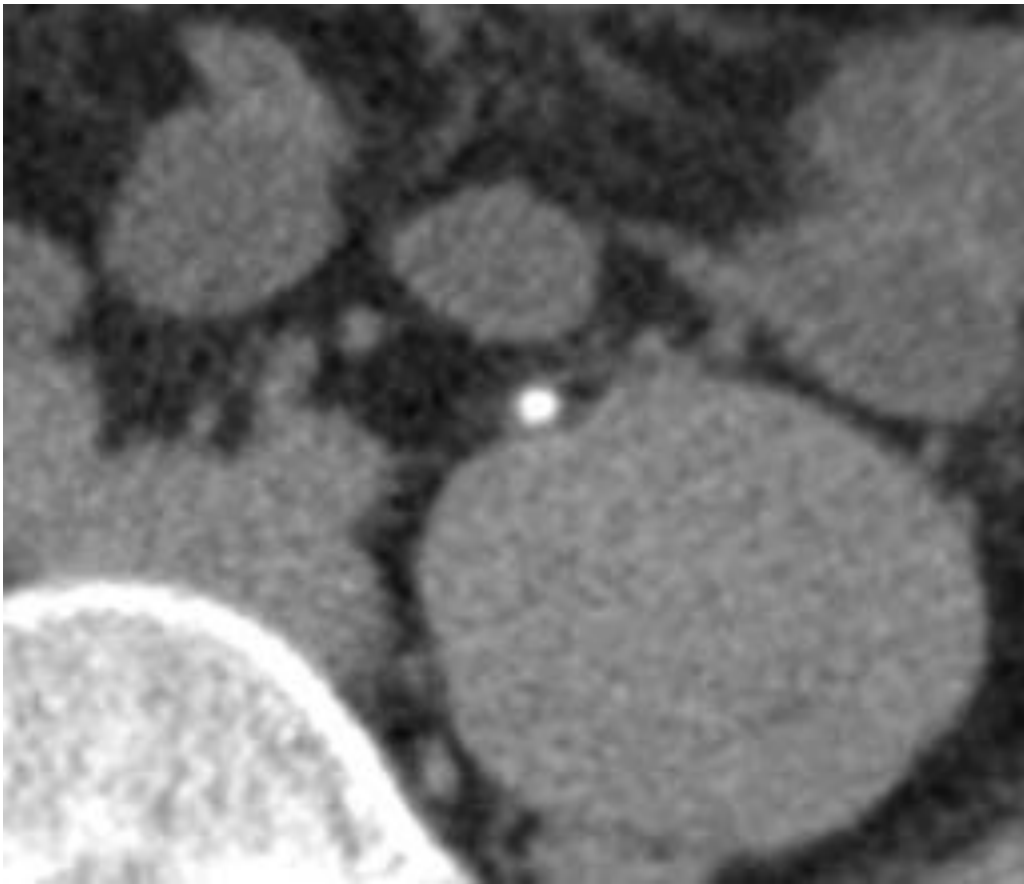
Corte axial de TC de abdomen y pelvis con contraste intravenoso que muestra una apendicitis aguda gangrenosa (burbuja de gas en base) en paciente con sospecha inicial de cólico renal derecho.
